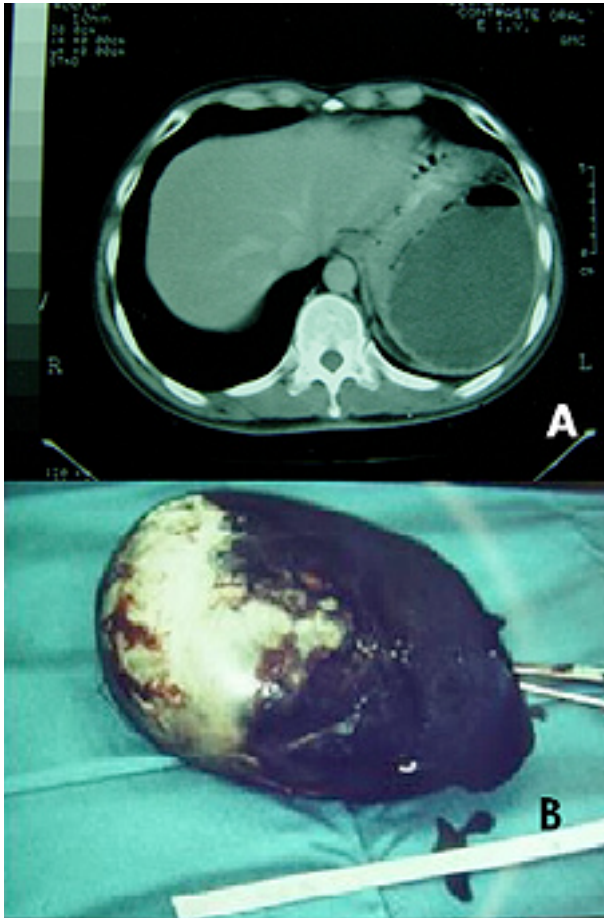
# 3 A. TAC de Abdomen: Absceso esplénico
